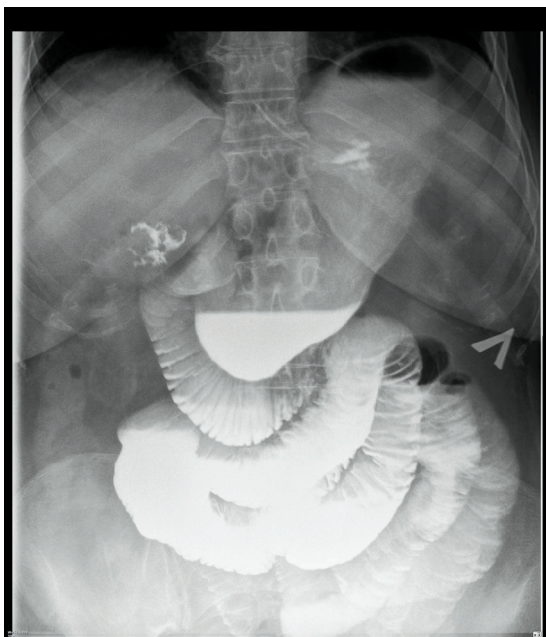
Обзорная рентгенограмма органов брюшной полости в прямой проекции, с контрастированием желудка, ДПК и нижележащих отделов тонкого кишечника. Стойкое контрастирование в проекции желчного пузыря, с дефектами наполнения
